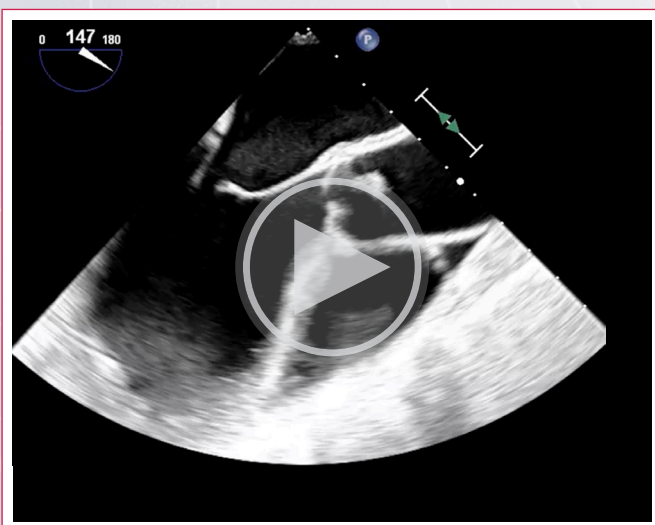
Ecocardiograma transesofágico. Masa (flecha roja) de 15x5 mm, pediculada, insertada en la base del velo coronario izquierdo, de similar ecogenicidad al tejido valvular.
